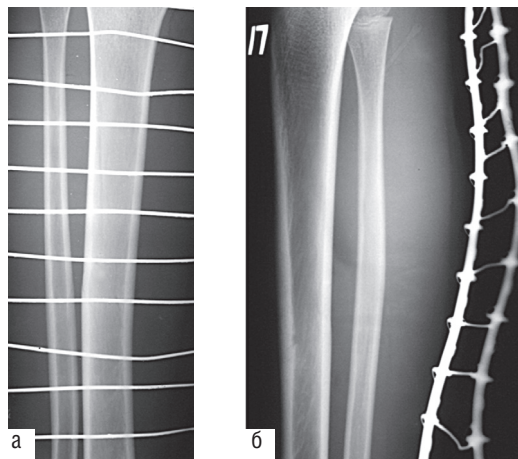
Линия перелома как единственный симптом перелома большеберцовой кости без смещения отломков: а — прямая рентгенограмма; б — боковая рентгенограмма
